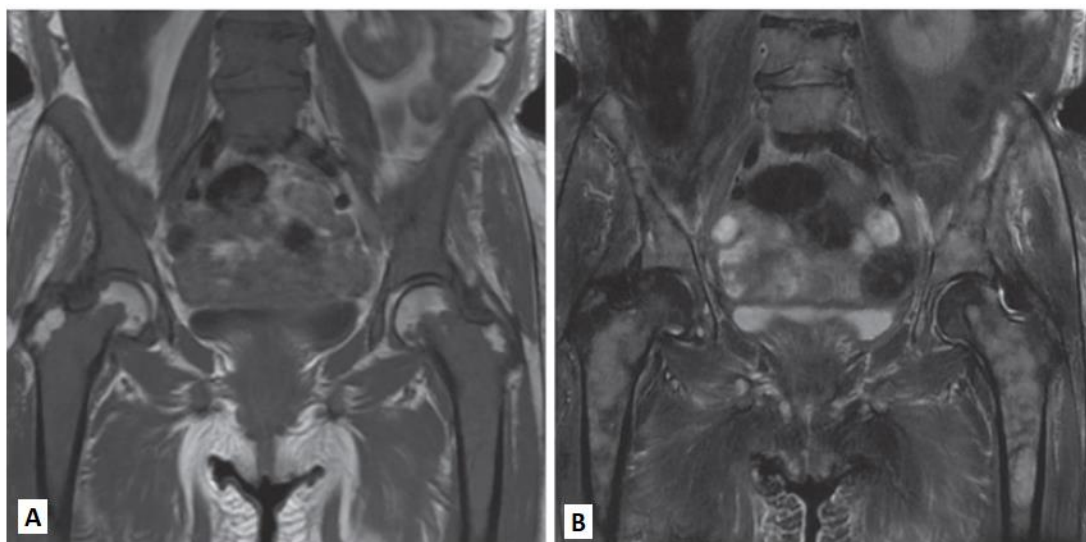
Ressonância magnética com alterações esqueléticas típicas do mieloma múltiplo.
